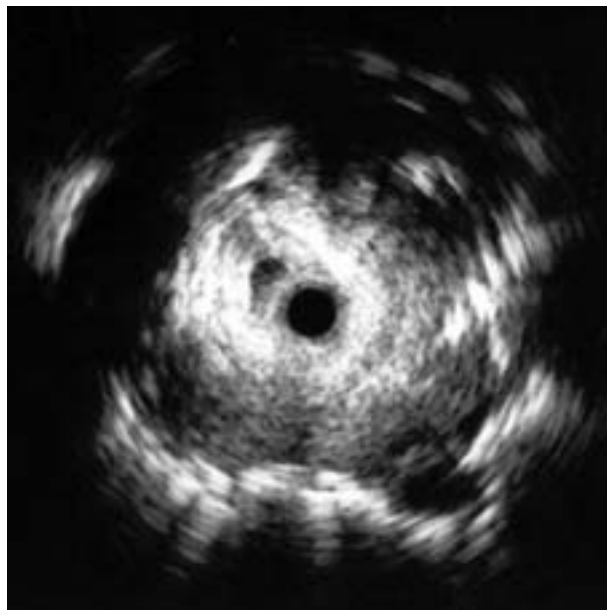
Immagine ultrasonica tipica di un NPS (adenocarcinoma, lobo superiore di destra) con un diametro di 16 millimetri.
